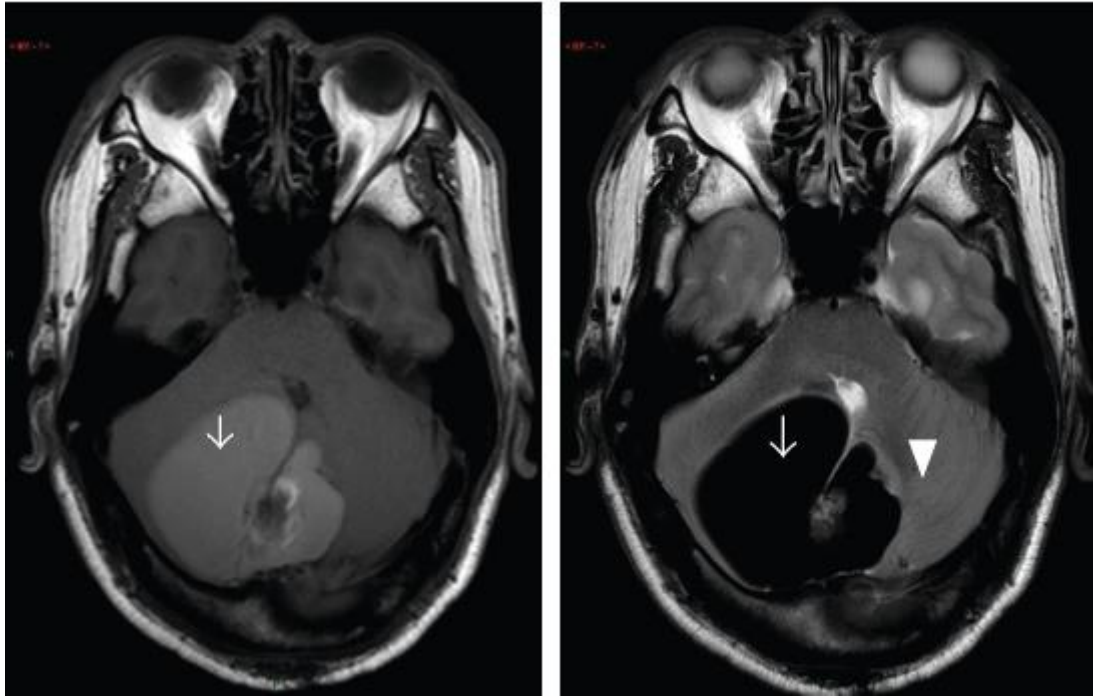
Resonancia magnética en T1, hiperintensa (izquierda) y T2, hipointensa (derecha) del caso 1(27). Vemos como este patrón es el mismo que presenta el paciente. La hiperseñal en T1 sugiere tanto alto contenido en proteínas como hemorragia subaguda(27).
